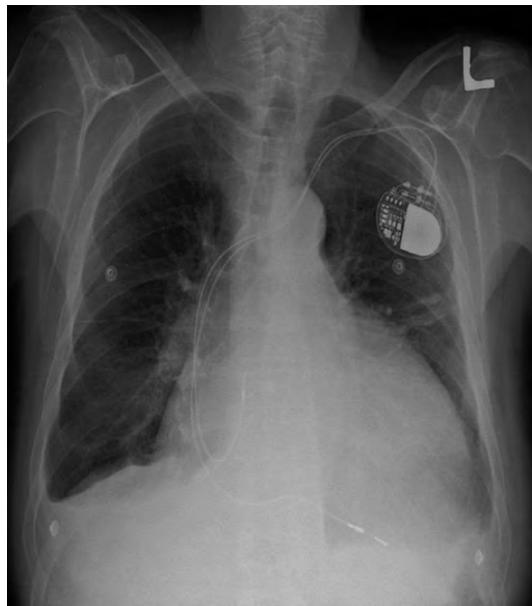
Radiographie du thorax montrant une cardiomégalie chez un porteur de pacemaker double chambre .[Iconographie clinique cardiologique CHU Aristide Le Dantec]
